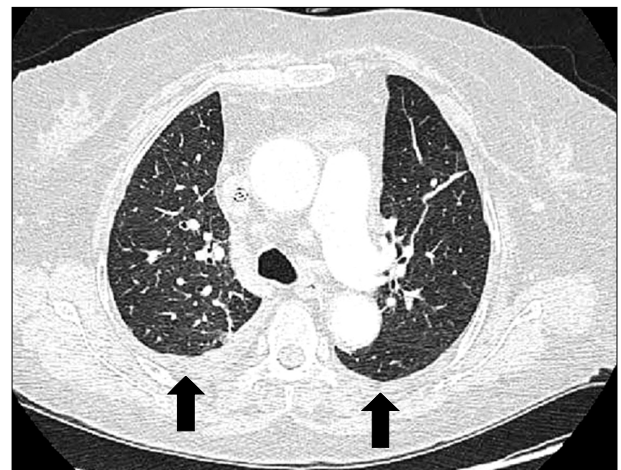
Chest CT shows bilateral pleural effusion (arrows).
